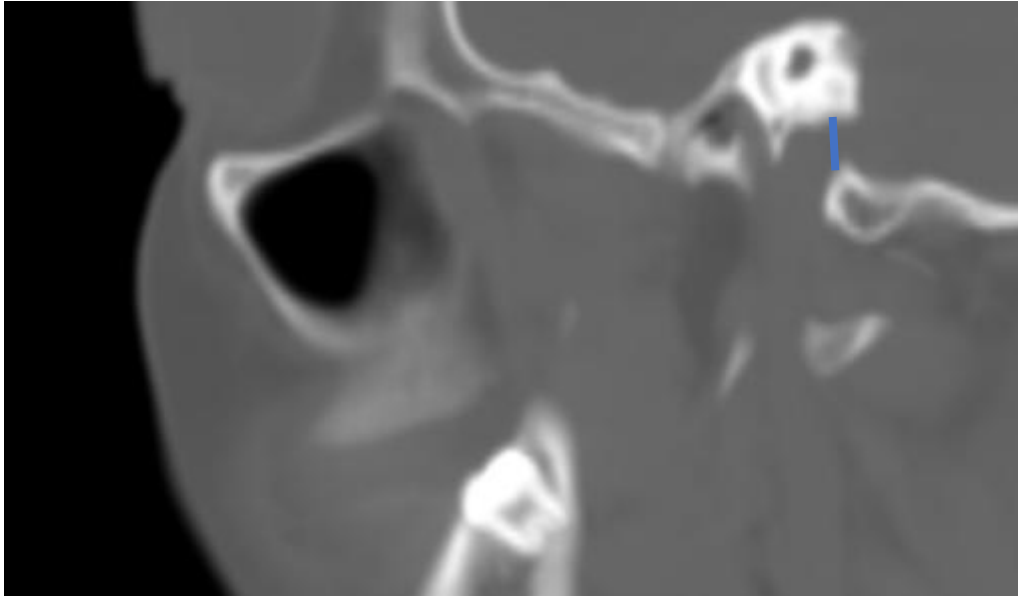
Imagen de tomografía de cráneo en reconstrucción coronal, en dónde se demuestra la medida tomada para el Diámetro cráneo-caudal del foramen yugular (línea azul): Distancia desde el techo del foramen yugular hasta la salida por la base del cráneo
